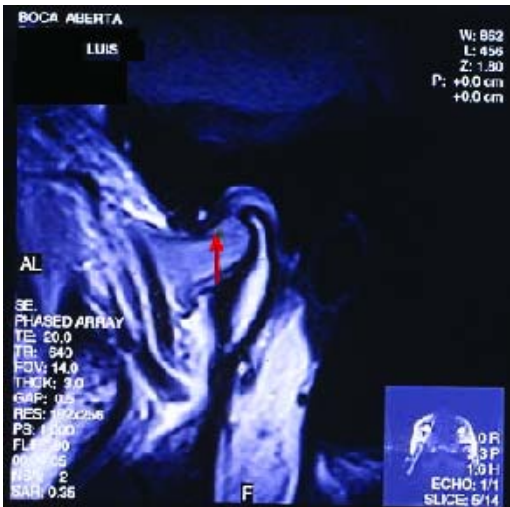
RMN - anteposição discal
